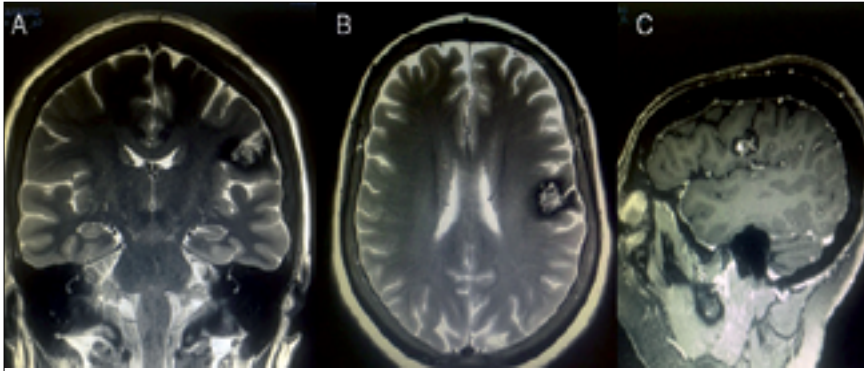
A) Secuencia T2 coronal; B) Axial; C) Sagital. Paciente de 59 años con epilepsia farmacorresistente, crisis focales con clonias faciales derechas y disartria. RM de encéfalo muestra cavernoma frontal inferior derecho en contacto con el área motora. Presenta morfología de "palomita de maíz", contornos lobulados, marginada por anillo de hemosiderina y área central con distintas intensidades de señal.
